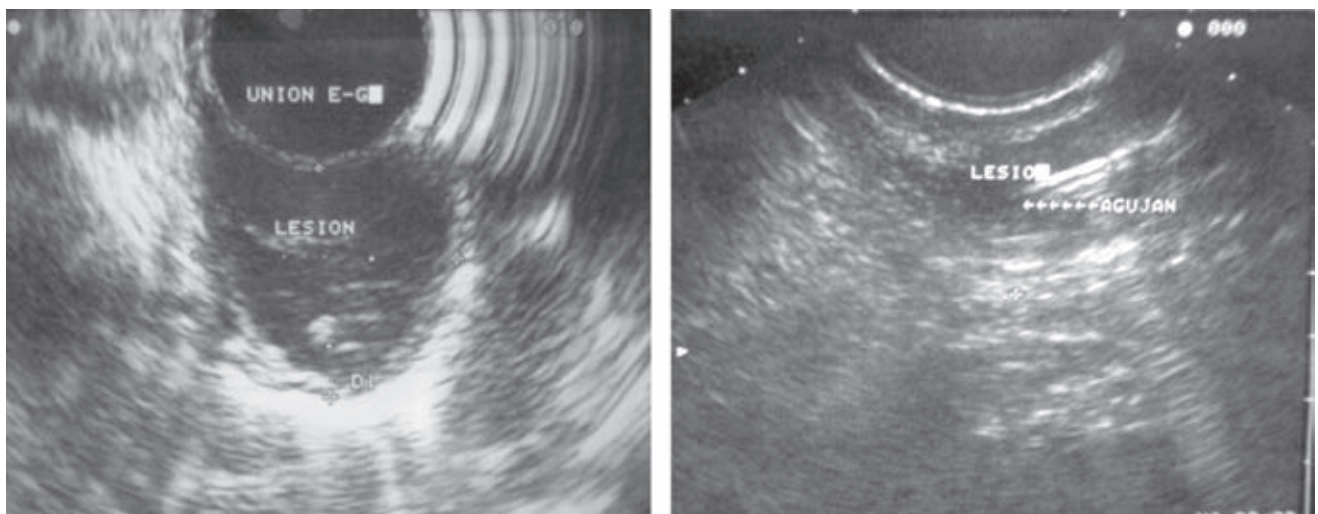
Ultrasonido transendoscópico: presencia de tumor subepitelial de 2.5 x 1 cm, dependiente de la pared muscular, en la unión esofagogástrica; probable leiomioma vs. GIST. Se efectuó toma de biopsia
